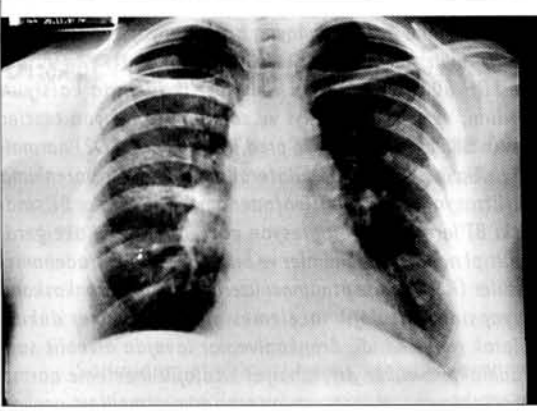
Olgumuzun 1996 yılında çekilen grafisinde saptanan bilateral hiler adenopatinin görünümü
